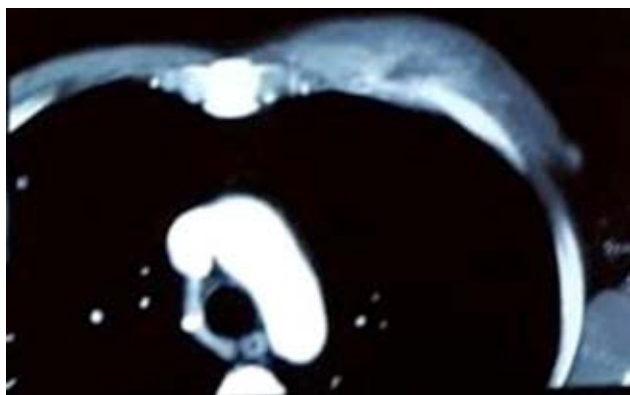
Tomografía computarizada simple con ventana medias-tinal en la que se observa tumor en partes blandas en hemitórax izquierdo con infiltración a pleura pulmonar.
